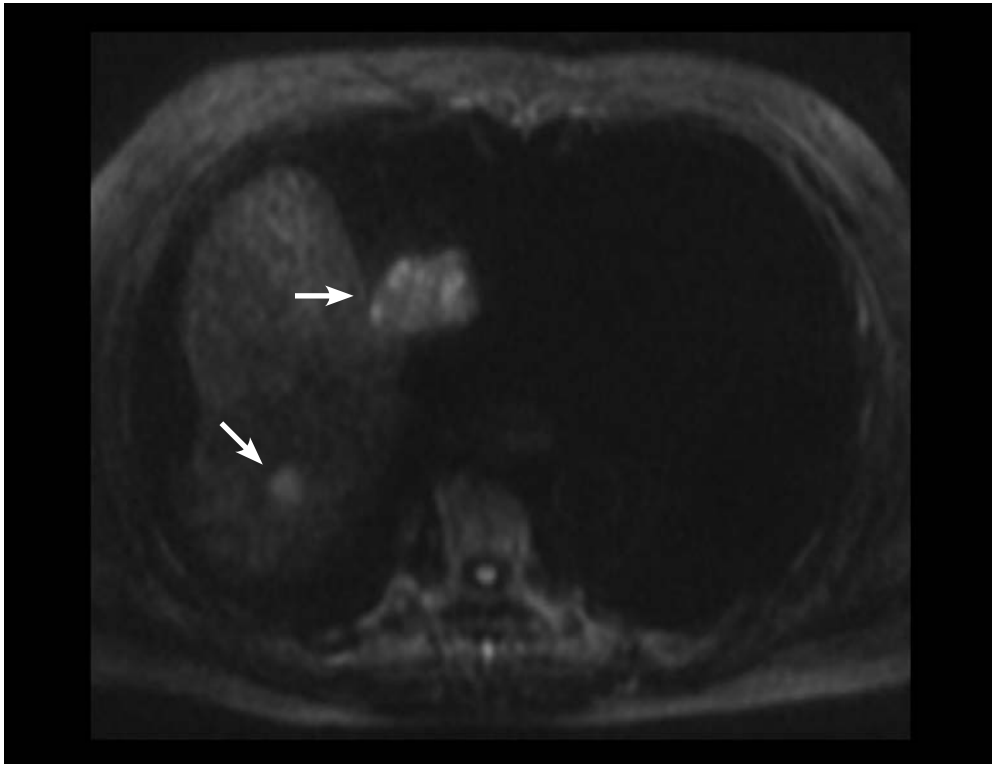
MRT-Diffusionsbildgebung bei einem 61-jährigen Patienten mit zwei Herden eines HCCs. Die Diffusionsstörung in den Tumoren lässt sich durch die Signalsteigerung klar vom umgebenden Lebergewebe abgrenzen.
